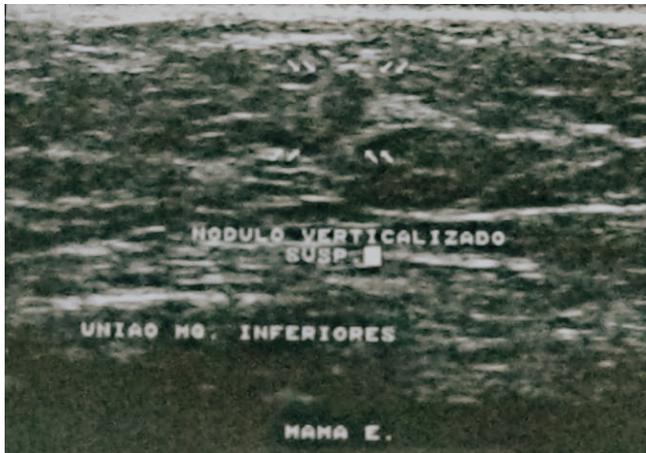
Ecografia da mama esquerda.
